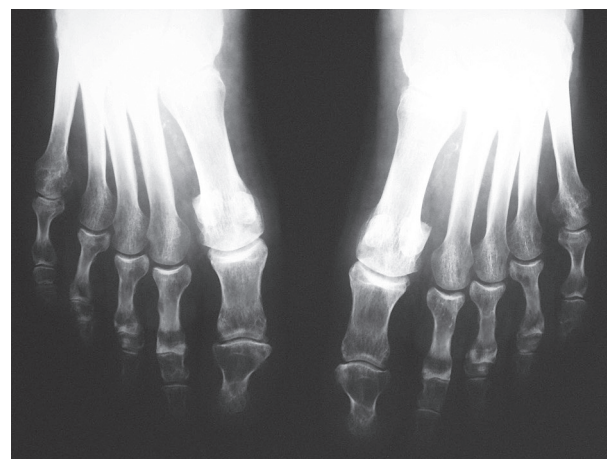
Radiographie des avant-pieds de face. Érosions bilatérales des 5^{es} têtes métatarsiennes.
